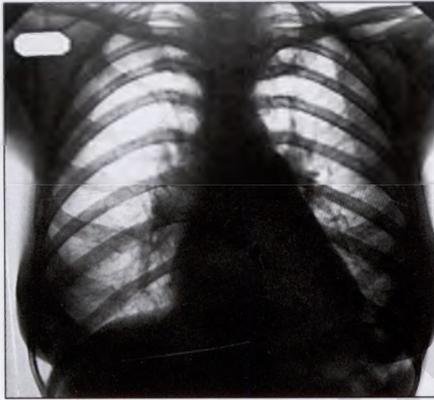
Рентгенограмма органов грудной клетки при митральной недостаточности
